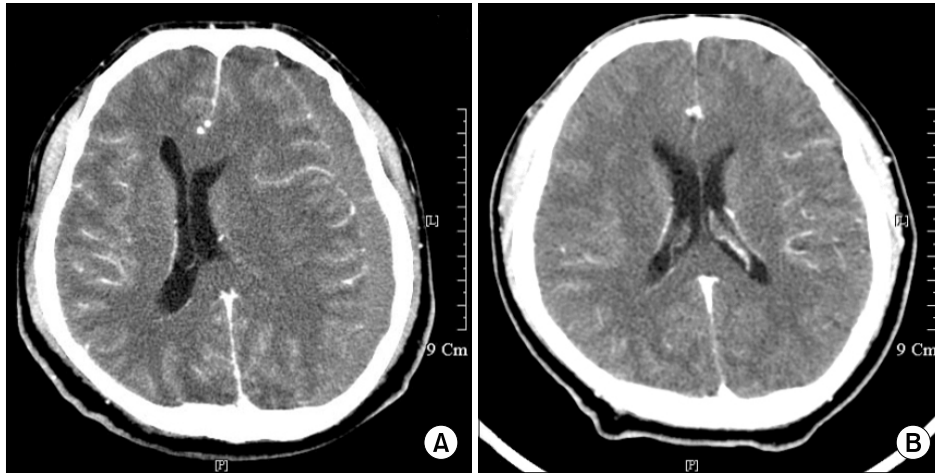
Brain CT shows that subacute subdural hemorrhage is along the left cerebral convexity on the 74<sup>th</sup> day of pain onset (A), and resolves completely after surgical drainage (B).
